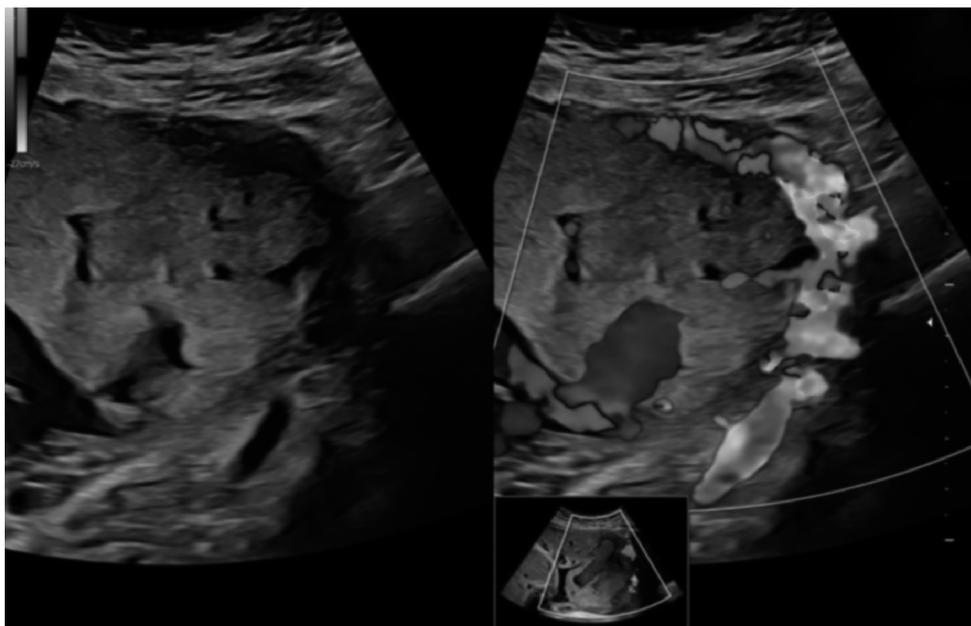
Imagen transabdominal a las 32 semanas de gestación. Se observa el aumento de señalización Doppler a color con un flujo multidireccional y artefactos de *aliasing* a nivel del lecho placentario. Se confirmó acretismo placentario en el estudio histopatológico después de la cesárea-histerectomía.
